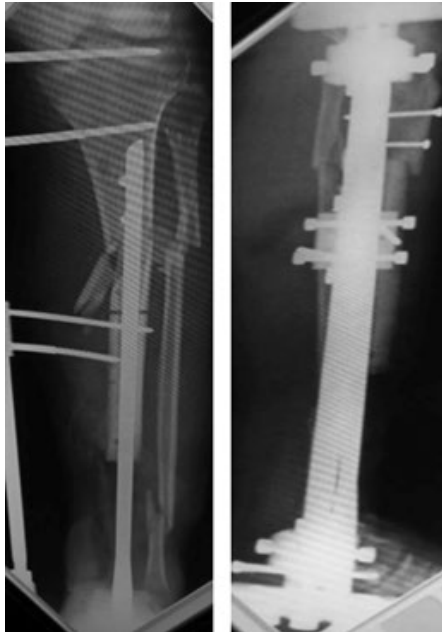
Radiografía anteroposterior y lateral del post operatorio inmediato.
